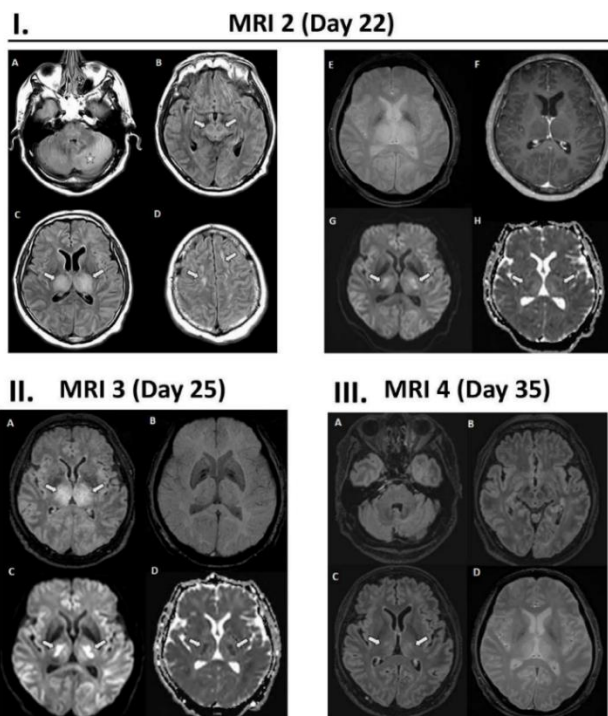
Achados da RMN do terceiro doente descrito com EANH, em diferentes pontos do seu internamento (Scale, 2020).
